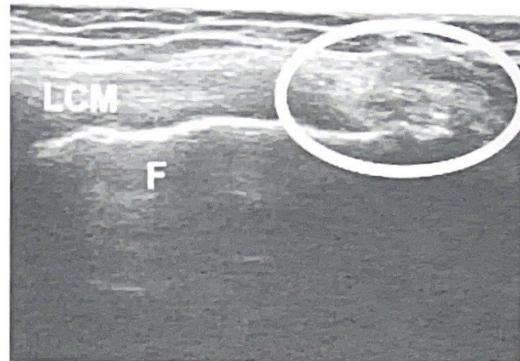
Long axis scan of the medial collateral ligament. The ultrasound check highlights the disappearance of the calcification with the presence in its previous localization of scattered irregular hyperechoic micro formations (circle) to be referred to post-treatment residues. No other pathologies or complications are observed.
